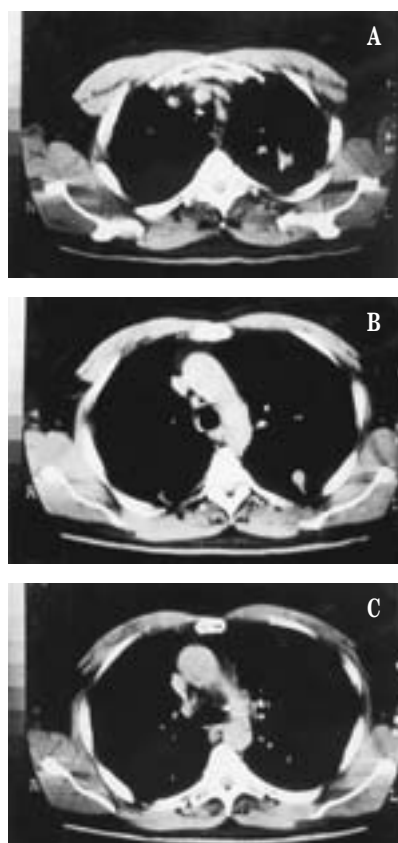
(A, B, C, D). Después de 7 meses de tratamiento con albendazol, la tomografía axial computarizada mostró lesiones pulmonares bilaterales, con incremento en su número y tamaño, especialmente en lóbulos superiores (A y B).
